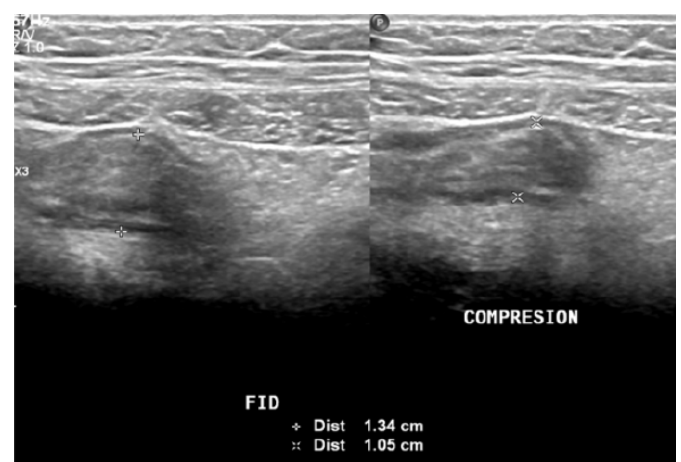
Ecografía positiva, se visualiza el apéndice cecal incrementado de tamaño y no comprensible.
